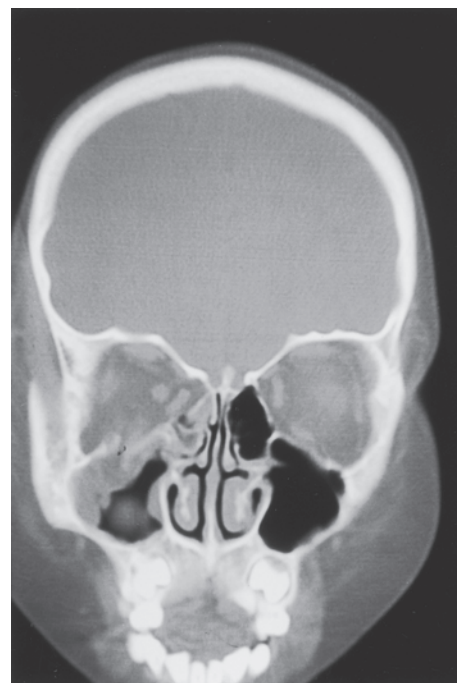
CTスキャンで右内側壁骨折、右下壁線状型骨折と嵌入了した眼窩内組織を認める。
